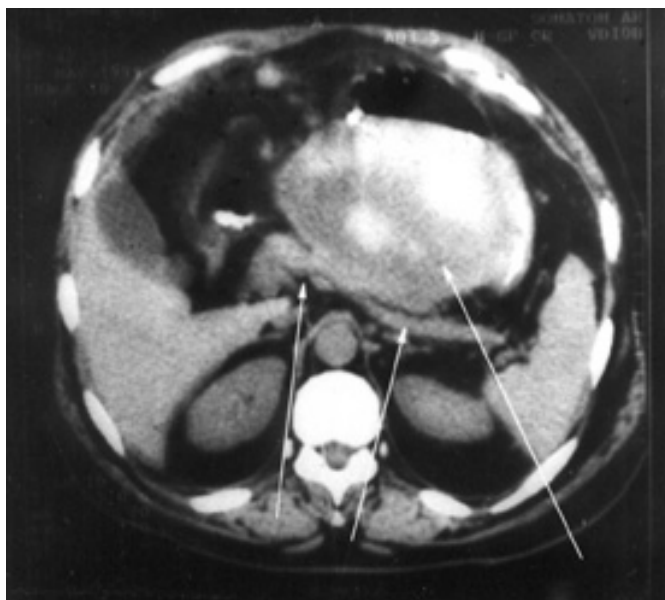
КТ. Гигантская цистаденома тела и хвоста ПЖЖ.
